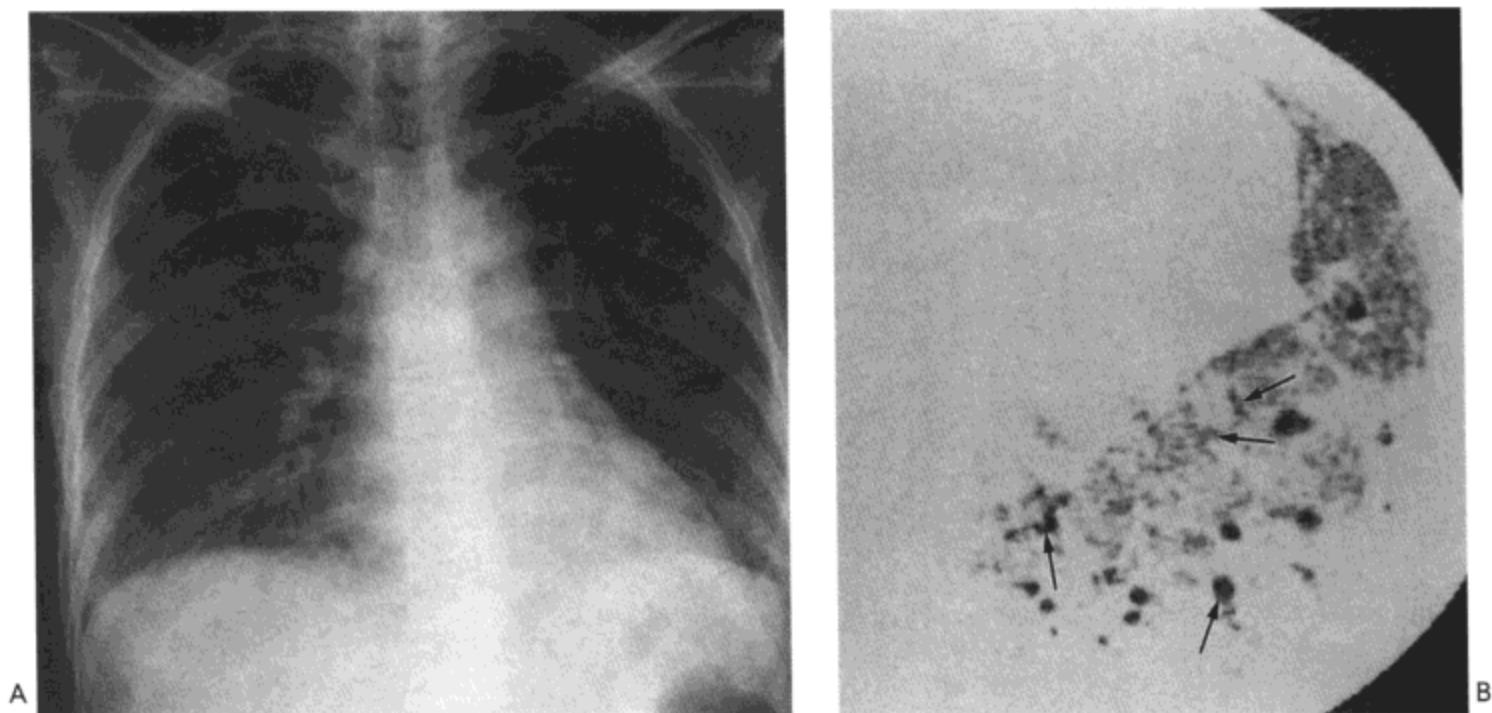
皮肌炎-弥漫性肺泡损伤。X线胸片示双肺弥漫性磨砂玻璃样密度。B: 左肺的高分辨率CT显示广泛的磨砂玻璃样密度, 低垂部位的肺实变, 与牵引性支气管扩张(箭号)。组织学检查显示改变符合弥漫性肺泡损伤的机化期。病人女, 63岁。
